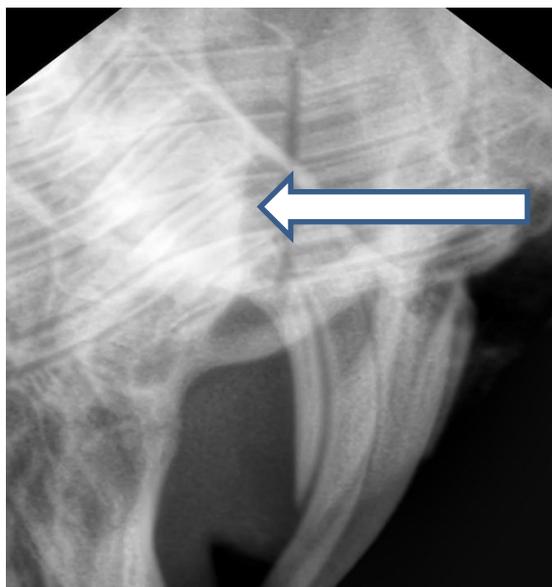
Боковая рентгенограмма нижней челюсти животного основной группы (стрелкой указана линия перелома, фиксированная костнозамещающим материалом)
